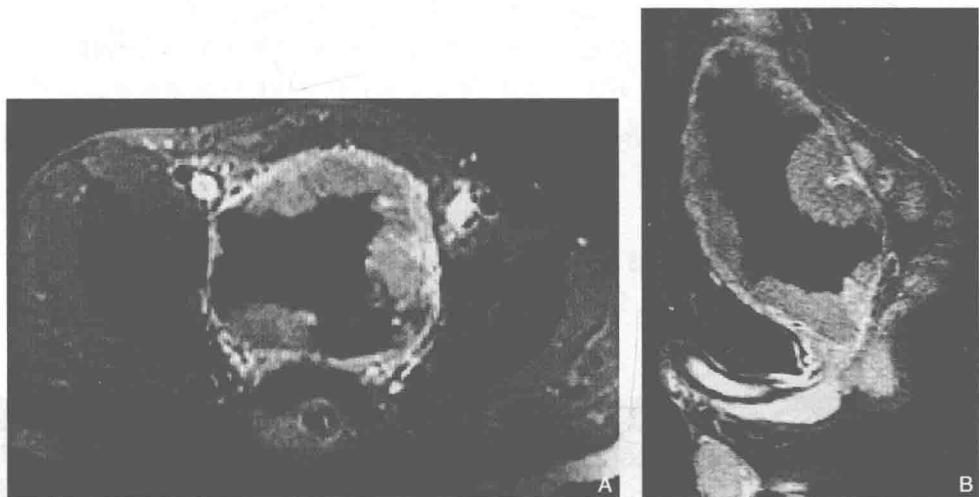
MRI 显示膀胱壁广泛占位性病变, 累及膀胱壁全层
